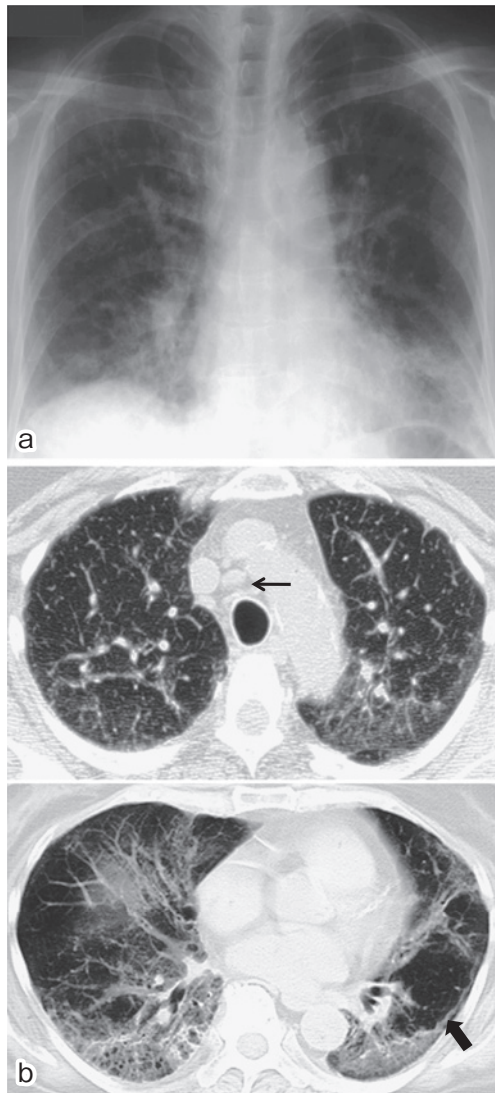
(a) chest radiograph and (b) chest CT scan show thickening of bronchovascular bundles, traction bronchiectasis, interlobular septal thickening, curvilinear shadows (→), ground-glass opacity and reticular shadows in both lower lung fields with mediastinal lymph node enlargement (→).
